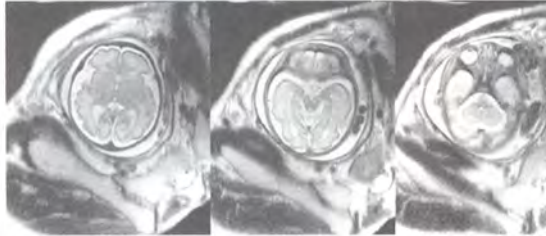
Беременность 24 нед. МРТ плода. Норма. Аксиальные T2-ВИ
